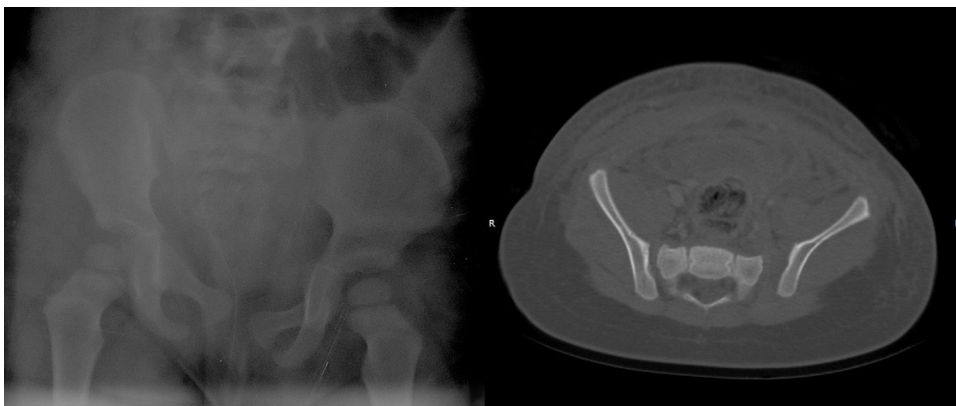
Radiografía (A) y TC (B) que confirman la rotura del anillo pélvico e inestabilidad multidireccional, con diástasis de la sínfisis púbica y de la articulación sacroiliaca izquierda.
